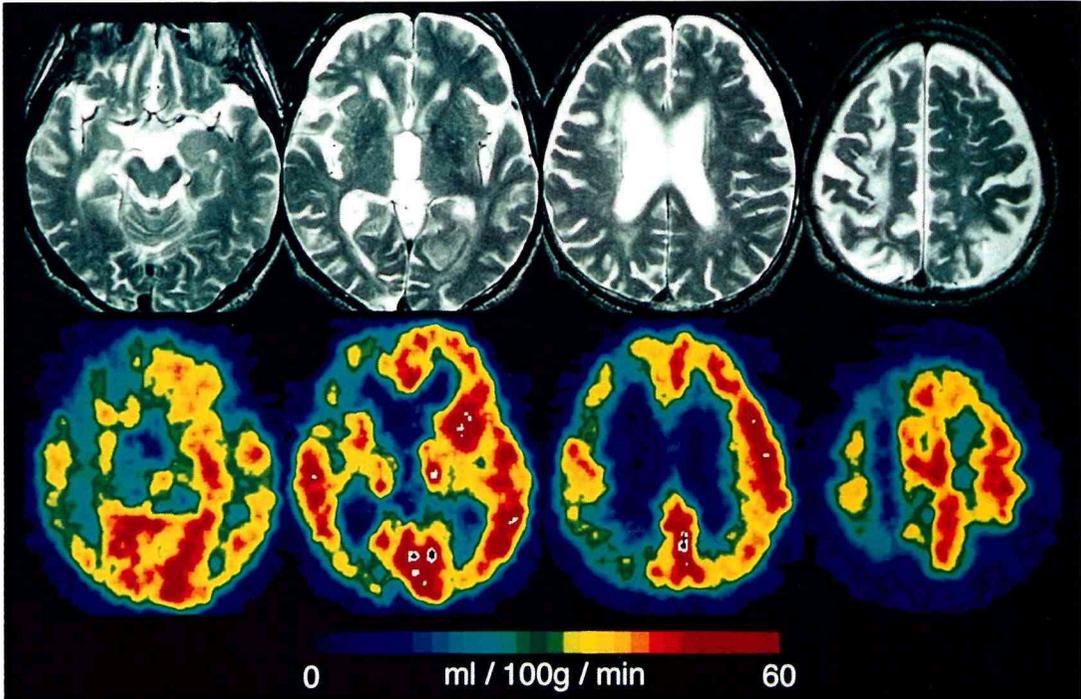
図 Axial T₂ weighted MR images (top) show an old infarction in the right fronto-parietal white matter. Another small infarction is observed in the left parietal cortex. Axial PET images of regional cerebral blood flow (bottom) show cerebral hypoperfusion in the right fronto-temporal and parietal cortices as well as in the right subcortical and the left parietal areas.
